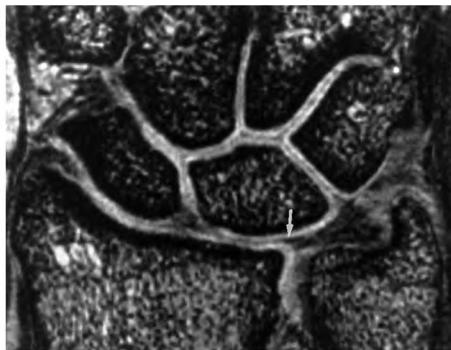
MRI 示 TFCC 桡骨端附着处呈正常低信号
